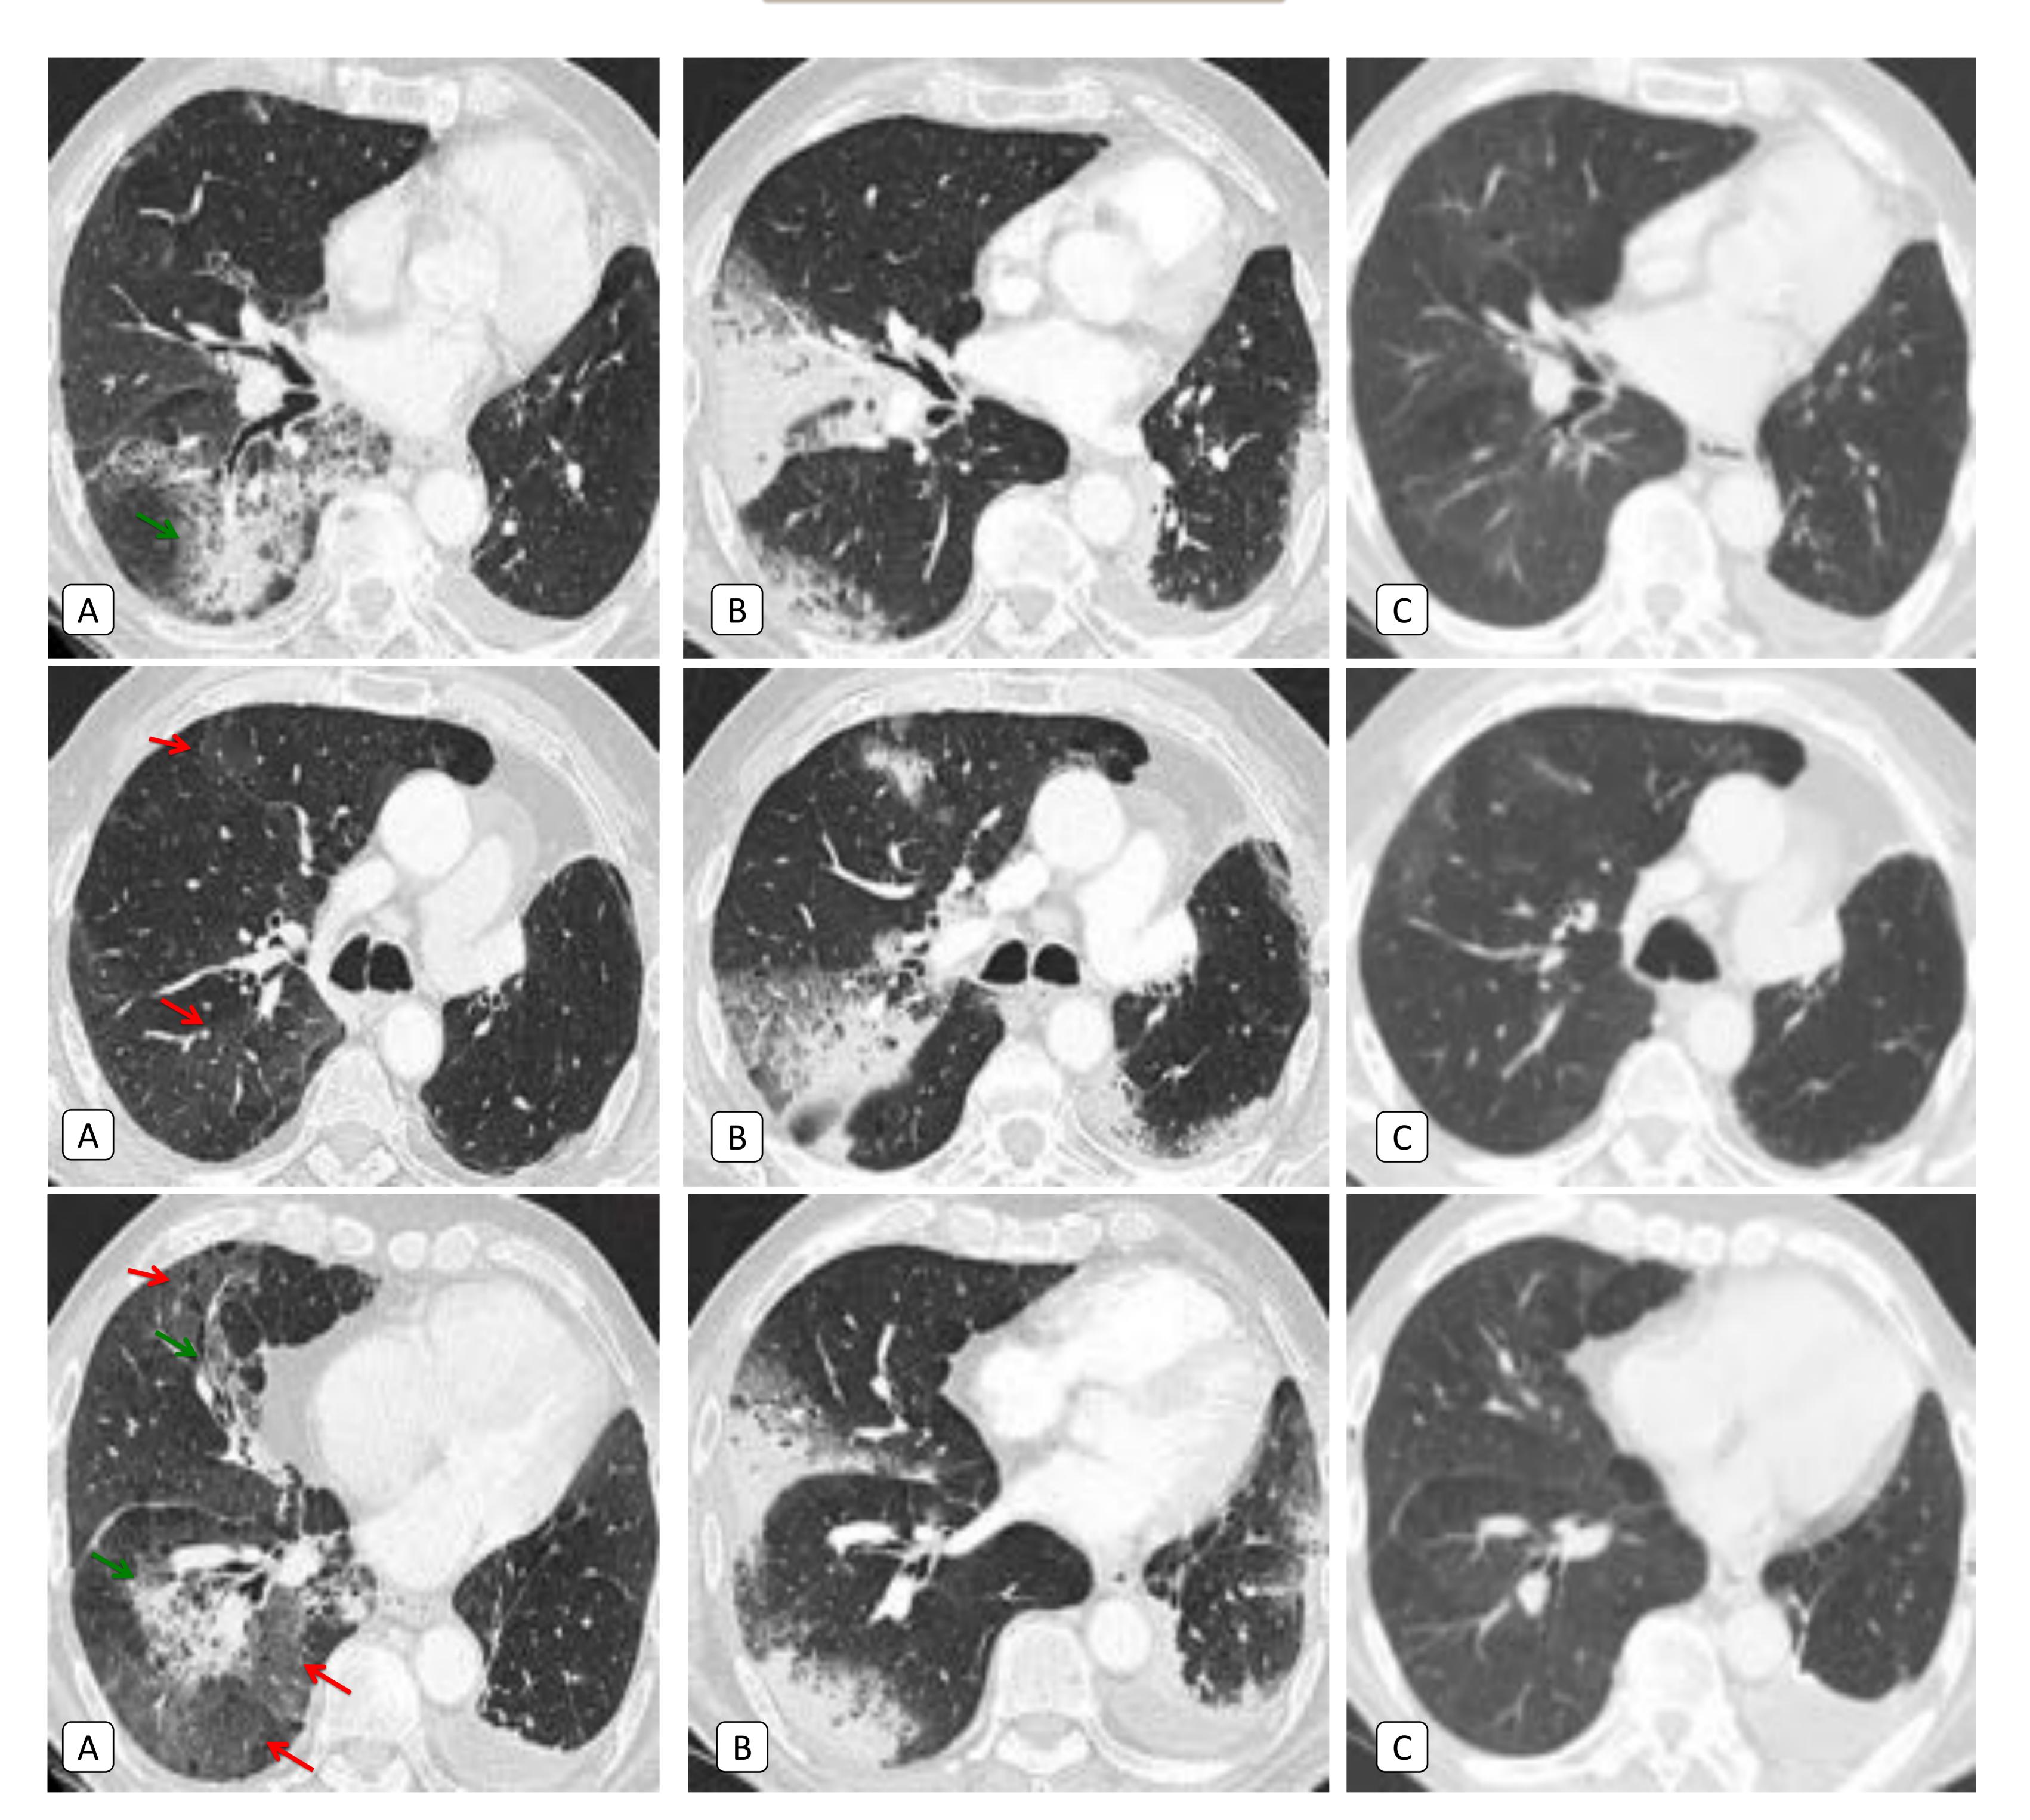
<u>NEUMONITIS</u>. TC axial con contraste de un paciente en tratamiento con NIVOLUMAB, ingresa por deterioro del estado clínico y febrícula. Se realiza TC (A) en la que se objetivan varias áreas de aumento de densidad en vidrio deslustrado (flecha roja) que en algunas localizaciones confluyen en francas consolidaciones con broncograma aéreo (flecha verde) y engrosamiento septal. Se descarta infección y se realiza broncoscopia siendo negativa. Se repite TC a las 6 semanas (B), en el que muestra resolución de las consolidaciones en LM y LID, presentes en A con aparición de otras consolidaciones periféricas en dichos lóbulos y de nueva aparción en LSD.
